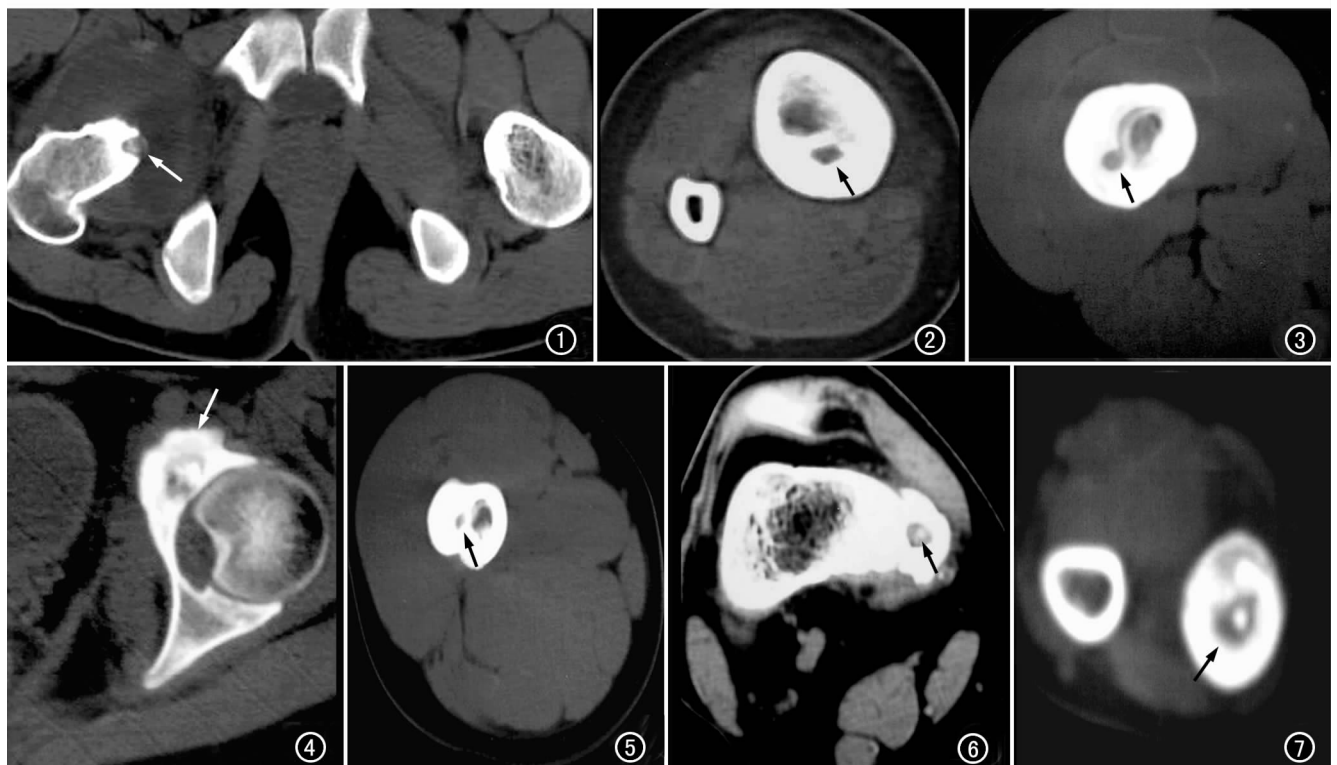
CT 示右股骨转子小瘤巢(箭),见瘤巢周围骨质增生,关节积液。图 2 胫骨骨干周围骨质显著增生硬化(箭)。
